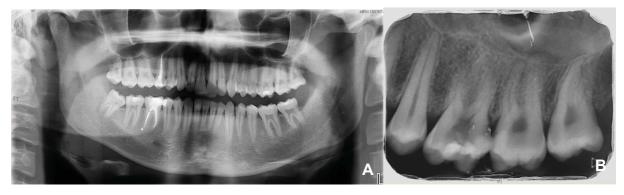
A, orthopantomogramme (13/02/2017) ; B, radiographie rétroalvéolaire du secteur maxillaire gauche (14/09/2018) disponibles dans le dossier dentaire du patient 1
